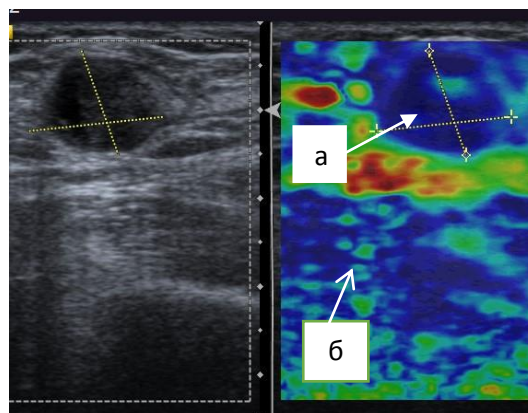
Ультразвуковая томограмма применения эластографии при оценке метастатически измененных лимфатических узлов: а) V эластотип метастатически измененного лимфатического узла; б) прилежащая клетчатка.
